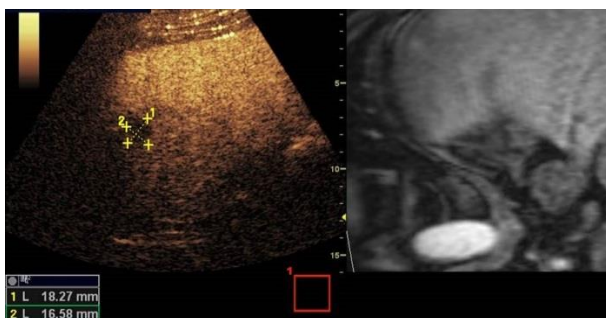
Fusion CEUS/MRT Leber: TU Suche
